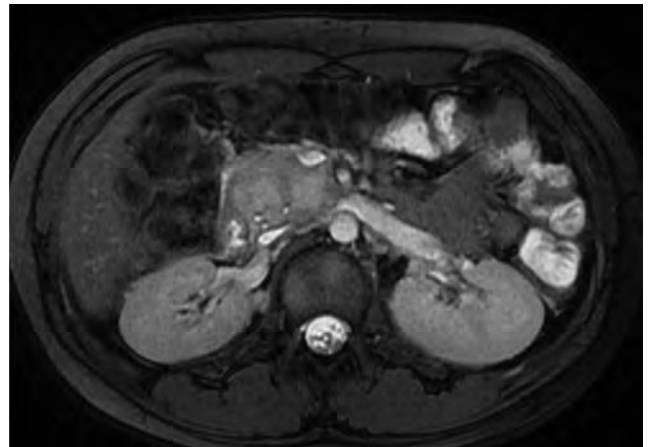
Bloc adenopatic cap pancreas, aspect RMN
